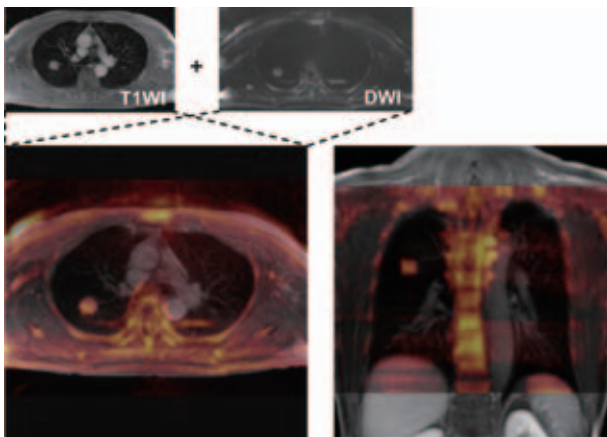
MR images demonstrate fusions of T1-weighted imaging and DWI.
